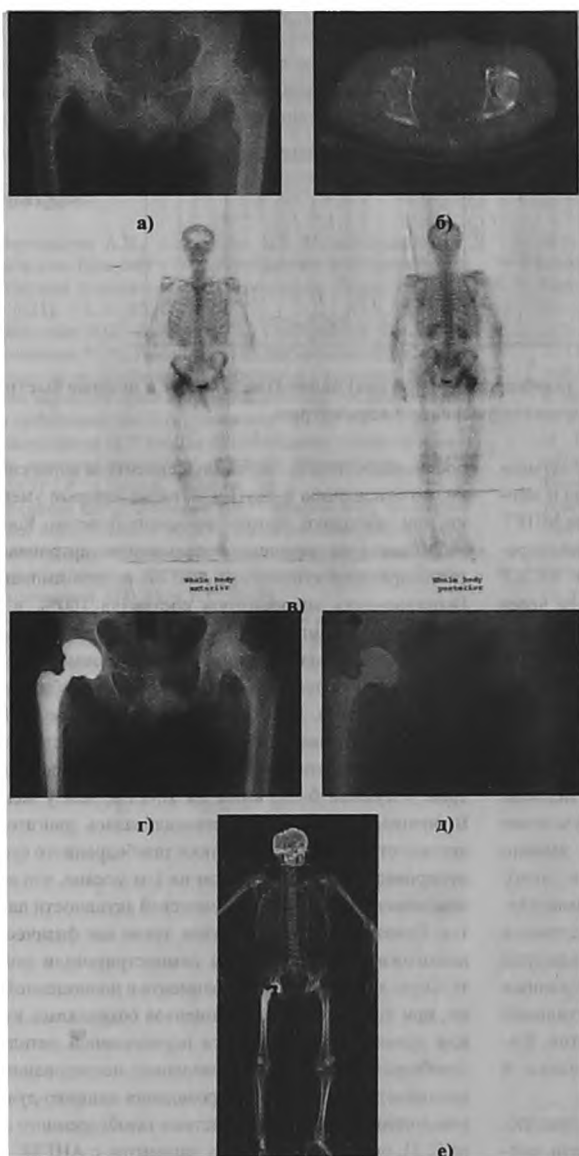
♂. 42 года, диагноз: АНГБК III ст. справа. Лучевой мониторинг: а – рентгенограмма тазобедренных суставов до операции, б-КТ тазобедренных суставов до операции, в- остеосцинтиграмма до операции, г- рентгенограмма тазобедренных суставов через 1 год после операции, д – через 4 года после операции, е - DXA через 4 года после артропластики
